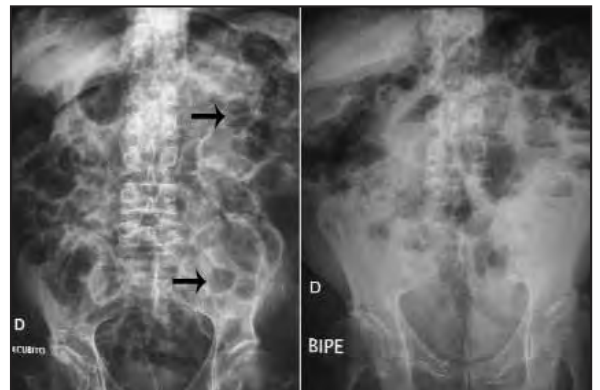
Radiografía de abdomen simple y en bipedestación. Las flechas señalan las imágenes correspondientes a quistes de gas.
